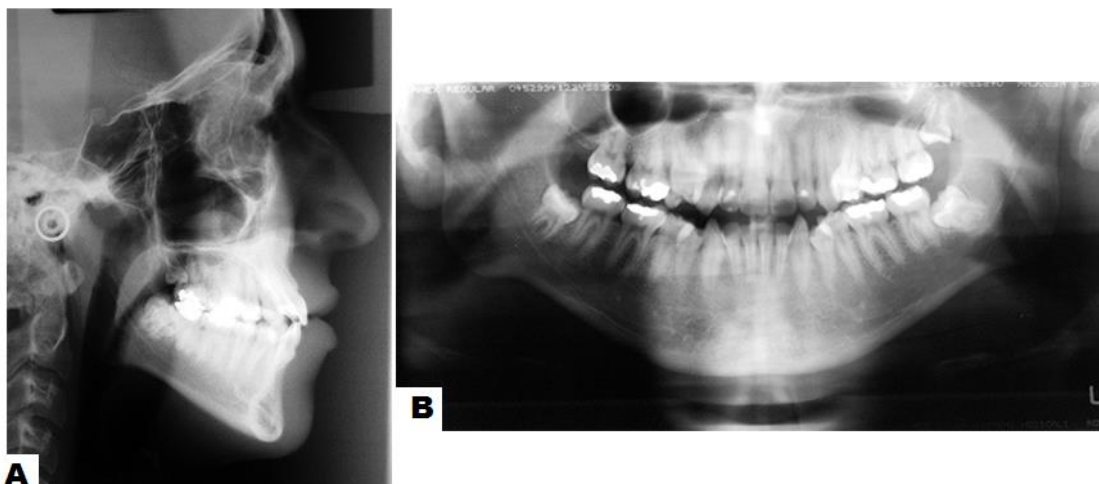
radiografias ao início do tratamento ortodôntico (A-B)
